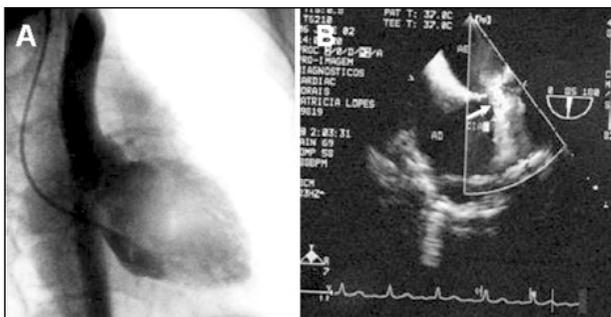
A) Angiocardiografia aos 12 anos de idade, sugestiva de CIA *ostium secundum*; B) EcoDopplercardiograma transesofágico aos 22 anos de idade, evidenciando o fluxo através da CIA tipo seio venoso (Seta).
